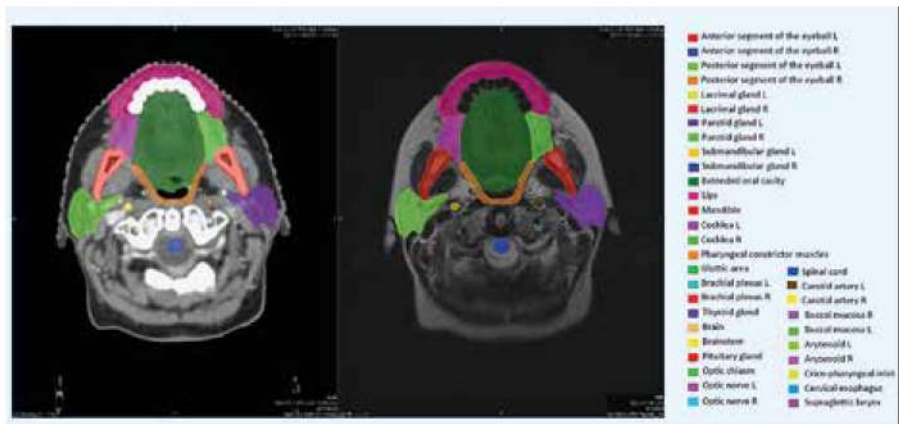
Ein axialer CT-Schnitt aus einem CT-Atlas mit abgegrenzten Normalgeweben (aus 3). Für diese Risikoorgane werden während der Bestrahlungsplanung maximal tolerierbare Bestrahlungsdosen vorgegeben
